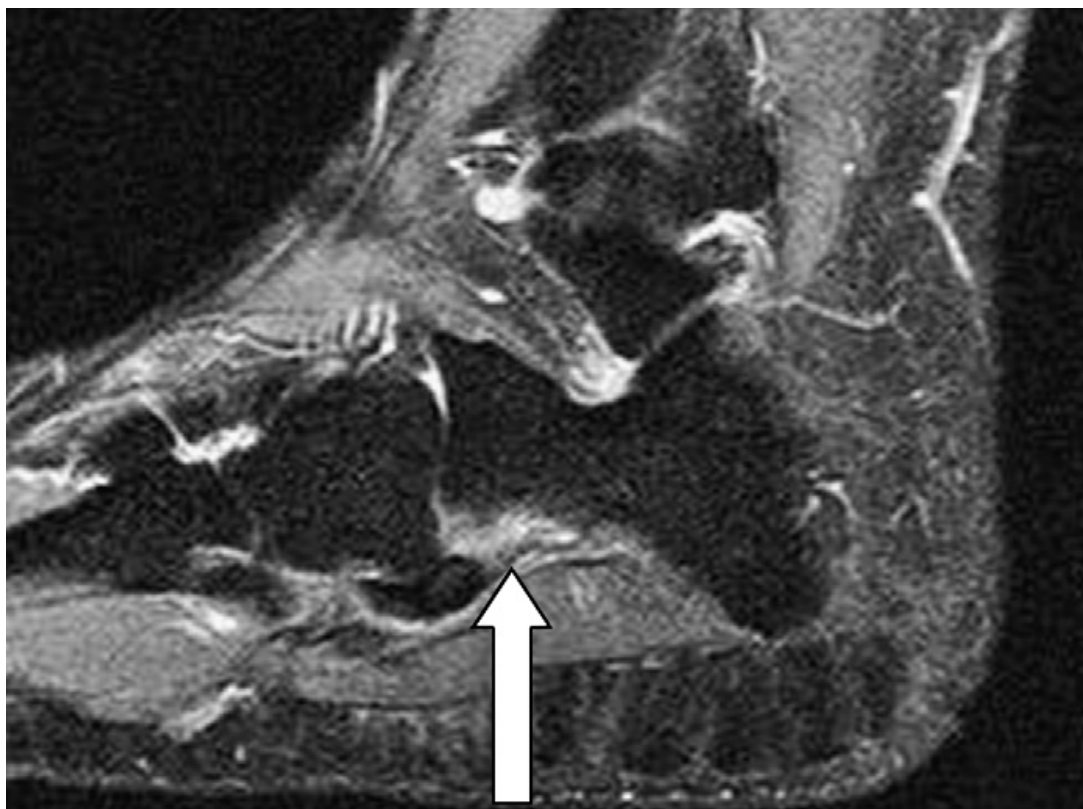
RMN en la que se muestra edema en el tendón del peroneo largo (Tomado de Chadwick y cols., 2011).
